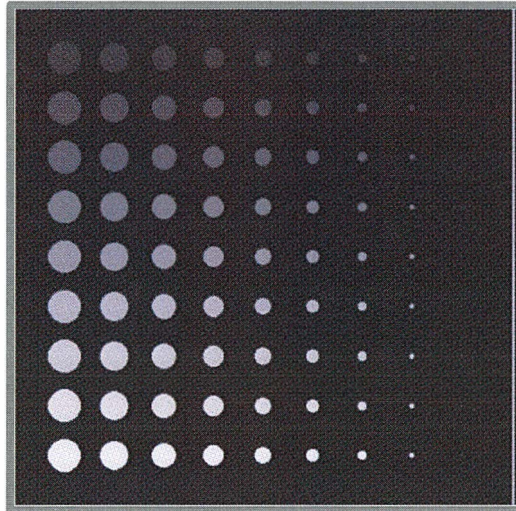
Para los objetos de un mismo contraste, la visibilidad es menor al disminuir su tamaño, mientras que para objetos del mismo tamaño, la visibilidad es menor al disminuir el contraste. Los diámetros de los discos (de izquierda a derecha) son 33, 29, 25, 21, 17, 13, 9, 5, y 1 pixel. Las intensidades de los discos (de arriba a abajo) son 10, 20, 30, 40, 50, 60, 70, 80, 90 y UH. Imagen extraída de Hsieh J. *Computed Tomography, Principles, Design, Artifacts, and recent advances*. 2 Ed. Bellingham, Washington, USA, 2009
